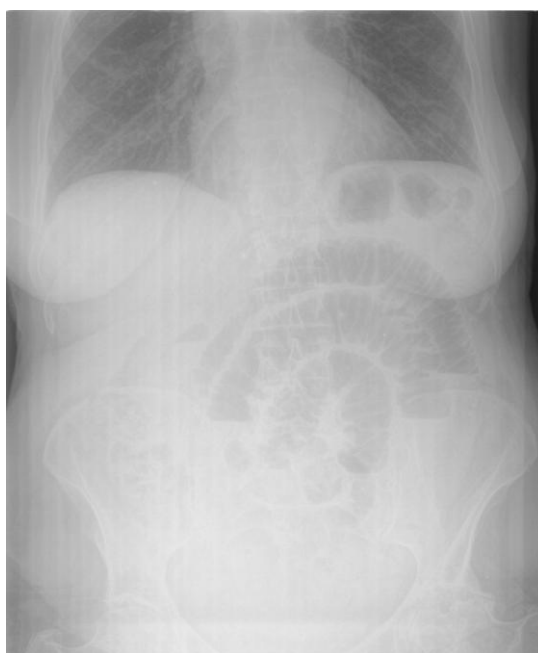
Обзорная рентгенограмма брюшной полости при декомпенсированной кишечной непроходимости
